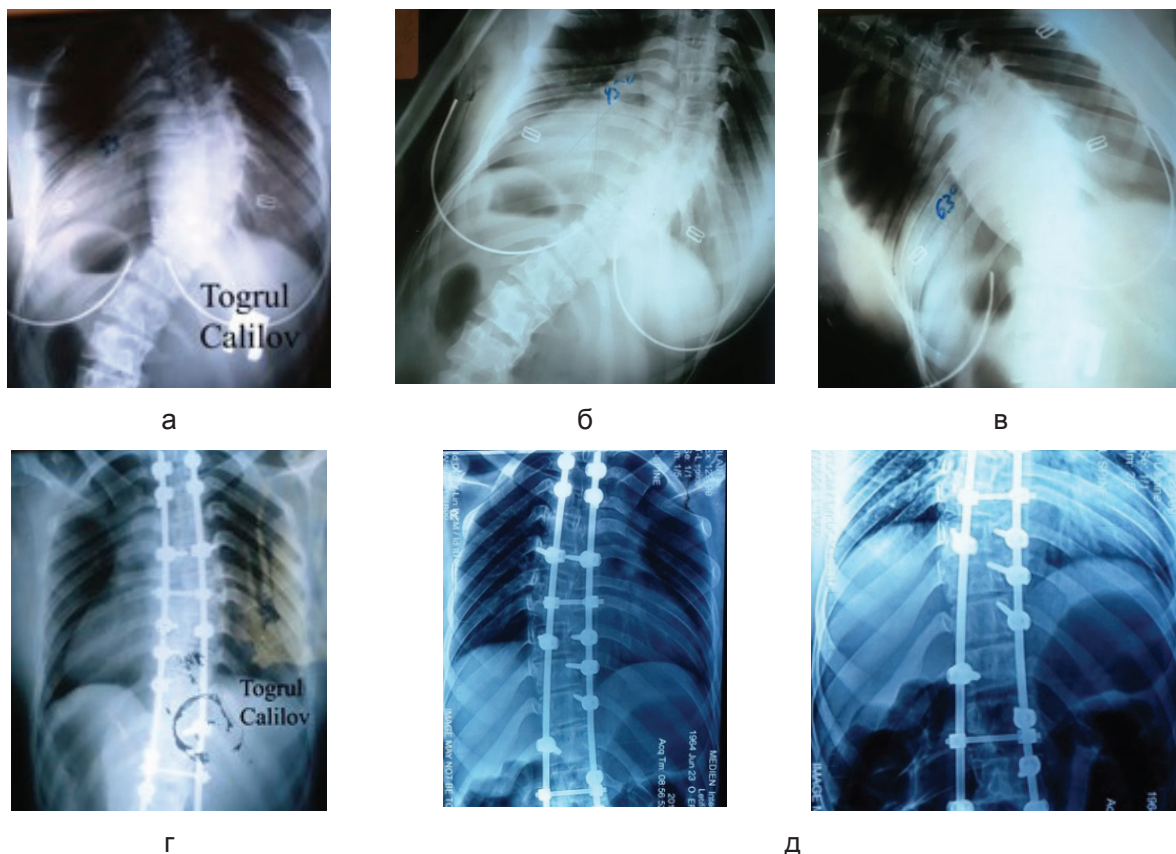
Больная Л.В., 20 лет, рентгенограммы до и после операции:
